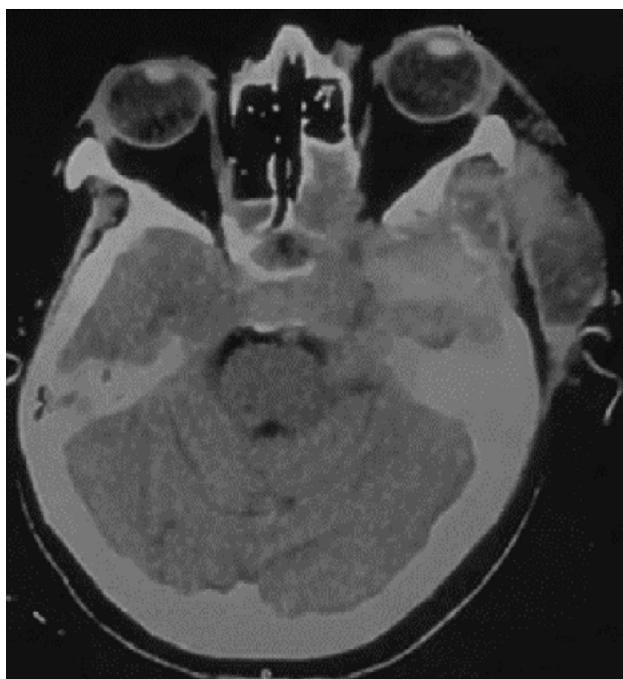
Tomografía Computada de encéfalo simple axial postquirúrgica al día 30 de la cirugía. Se evidencia aumento del tamaño tumoral, una colección epidural y un aumento de la proptosis.
